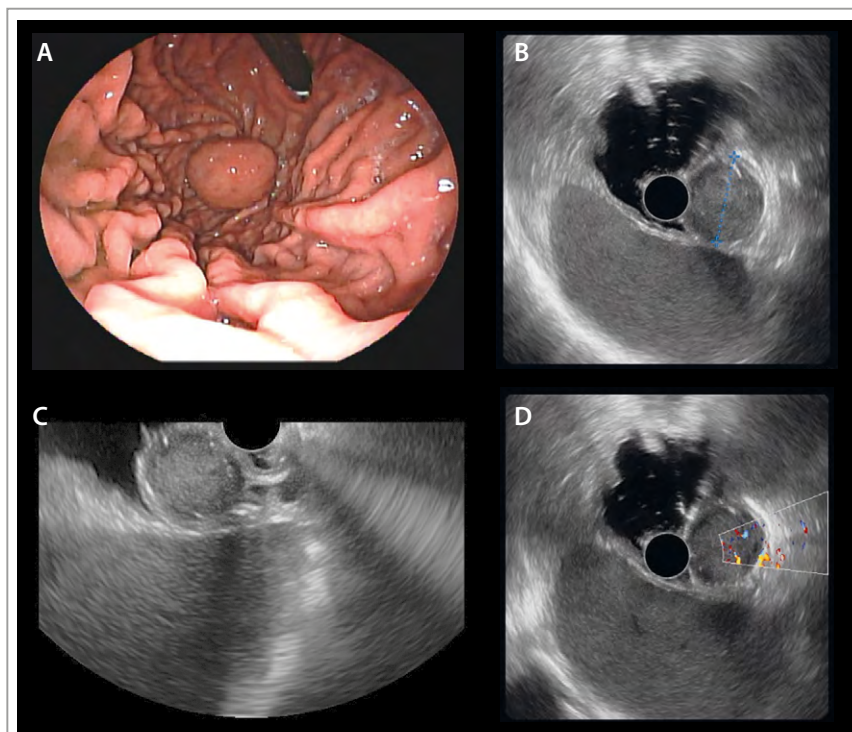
Endosonografía o Ultrasonido endoscópico (USE).
